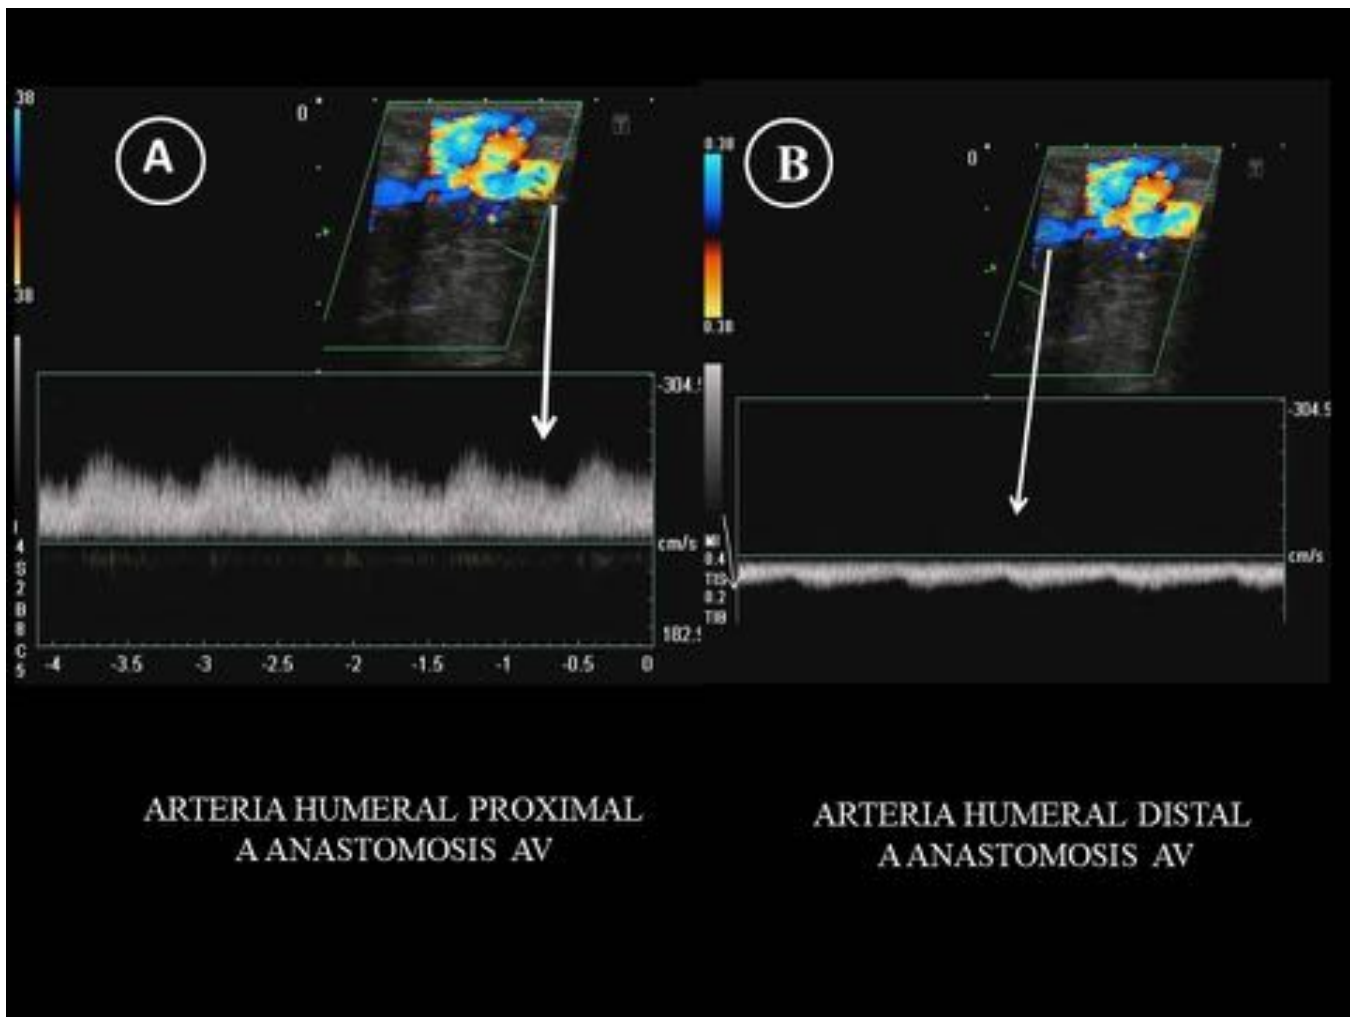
Síndrome de robo. Con el Doppler espectral, se confirma la sospecha de fenómeno de robo, ya que se observa el flujo invertido (retrogrado) en la arteria humeral distal a la anastomosis AV. [A= proximal a la anastomosis AV. B= distal a la anastomosis AV].
